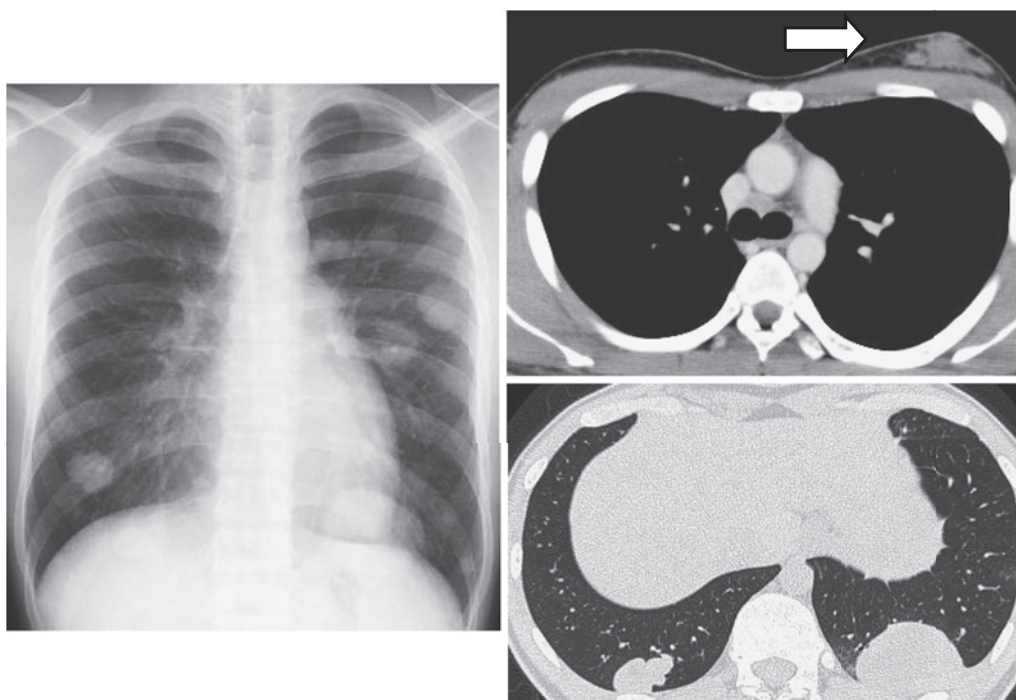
Chest radiograph shows multiple masses. Chest high-resolution CT shows multiple masses surrounded by ground-glass opacities, with unilateral gynecomastia (white arrow).
